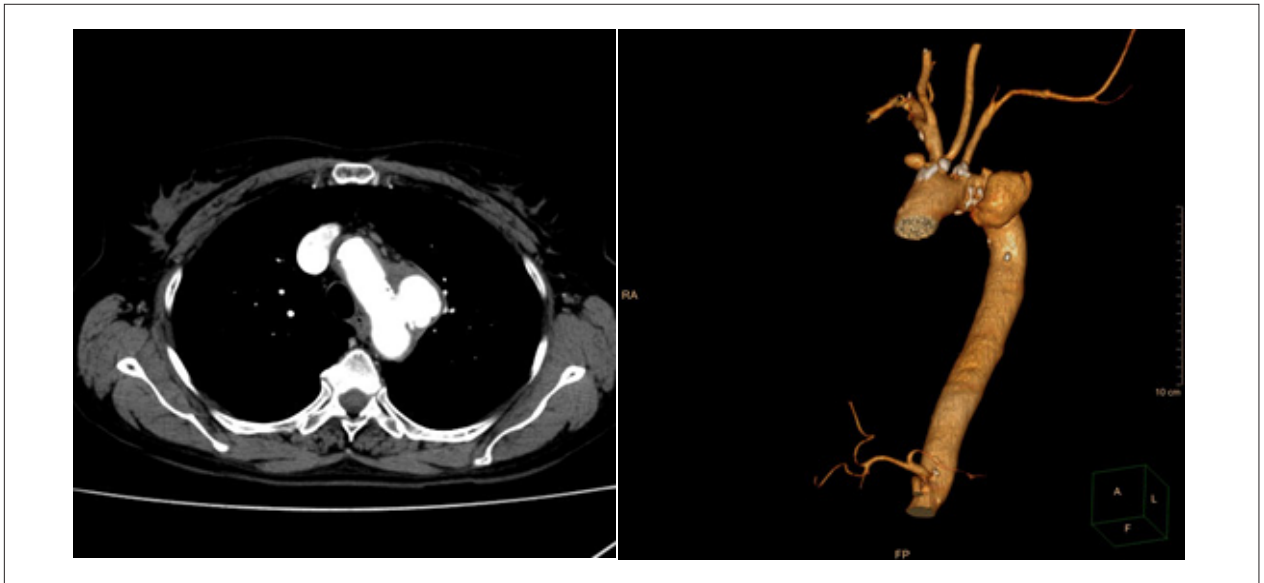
Angiotomografia da aorta torácica. A) Dilatação aneurismática sacular após a emergência da subclávia esquerda, parcialmente trombosada, medindo 4,2 cm de comprimento e 2,4 x 2,8 cm nos maiores diâmetros. B) Imagem obtida após reconstrução.
